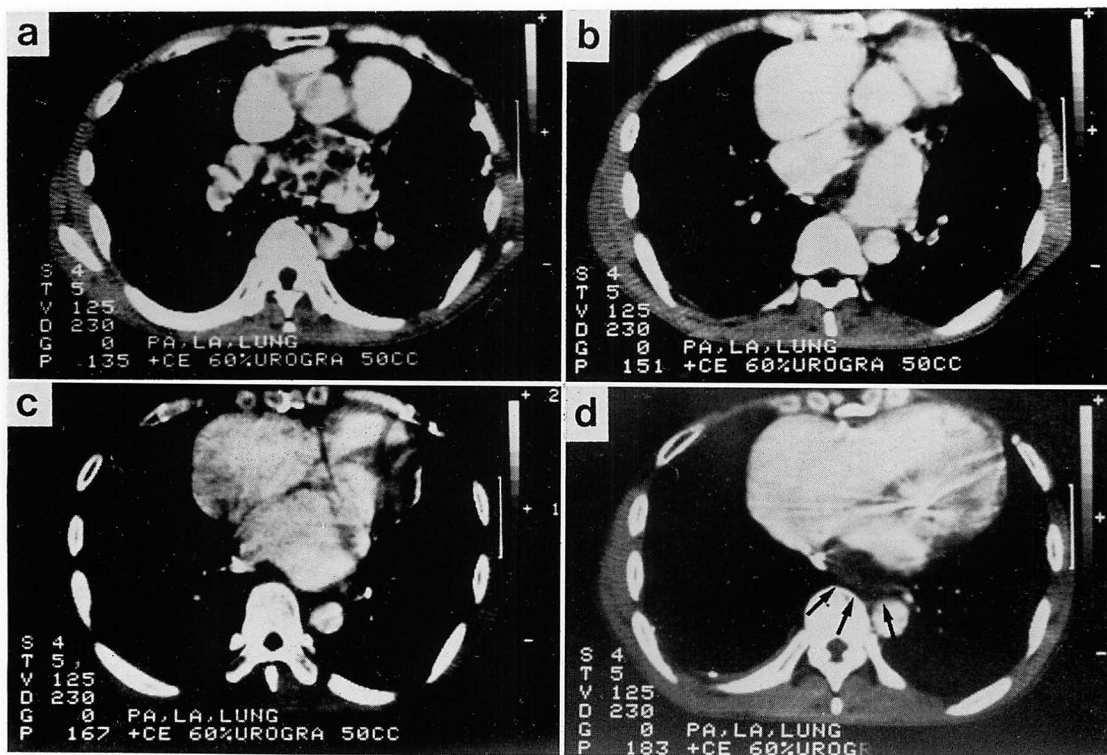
Computed tomograms from Case 2.
